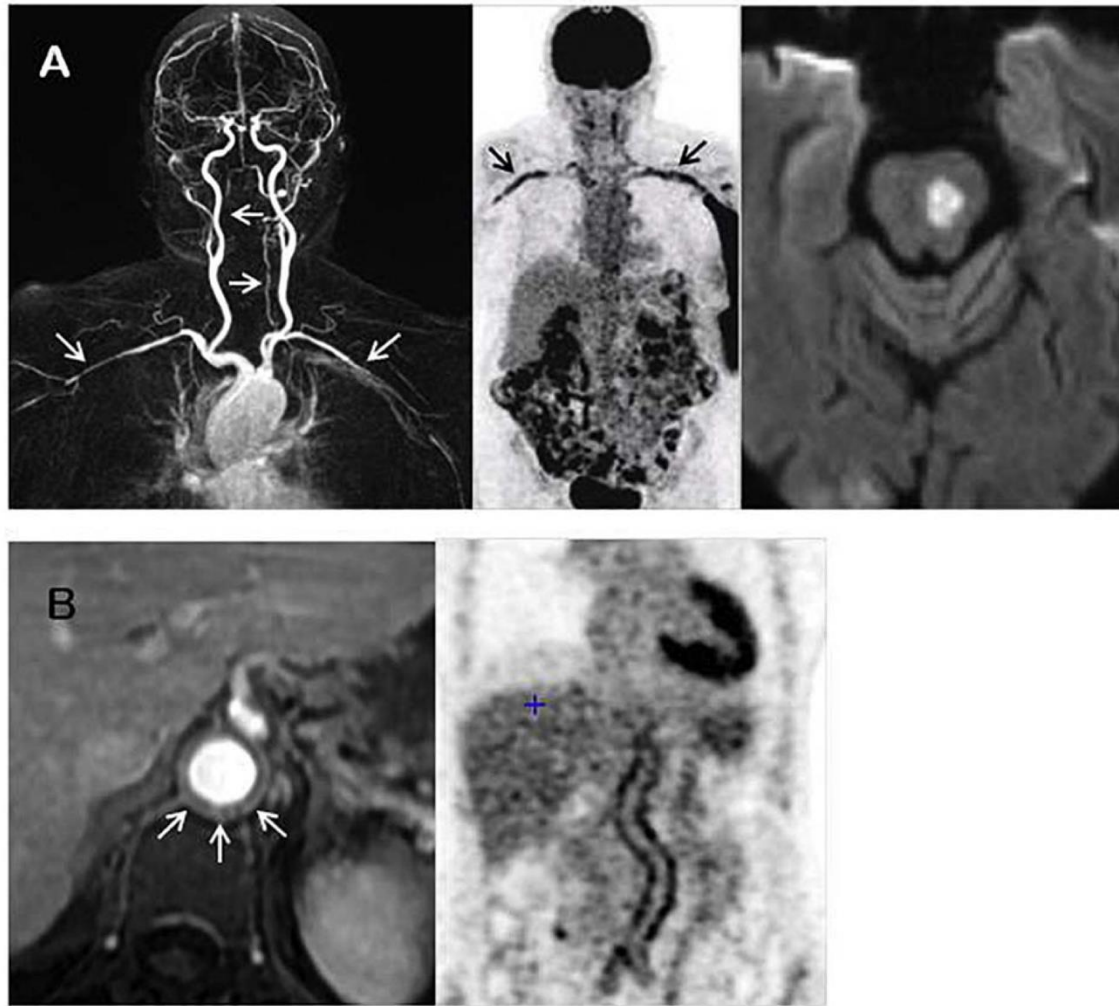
Aspects d'artérite inflammatoire à l'angio-IRM et comparaison avec la TEP/TDM.
